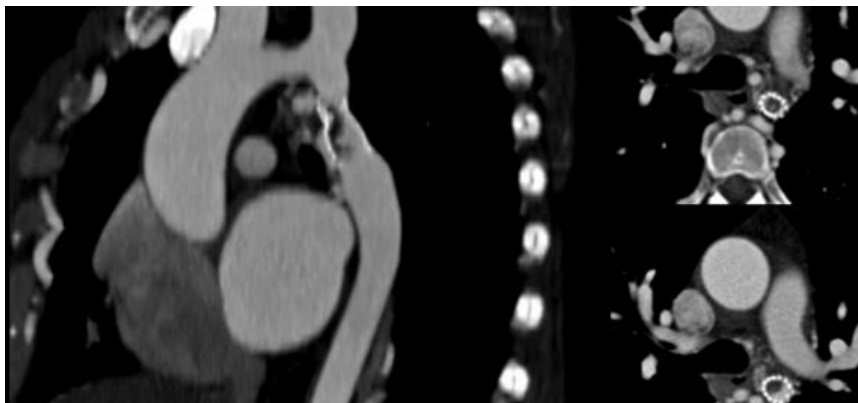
Angiotomografía. Se muestran imágenes en corte axial y en reconstrucción multiplanar sagital oblicua, en las que se observa un defecto de llenado intraluminal a nivel del stent, compatible con trombosis, en un paciente tratado por coartación aórtica.
